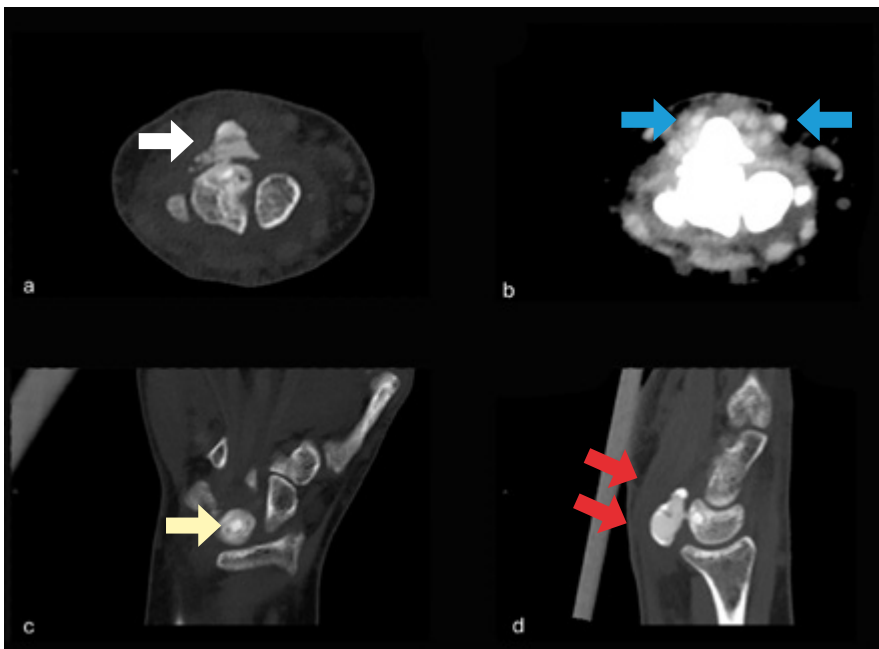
TC con reconstrucciones multiplanares.
